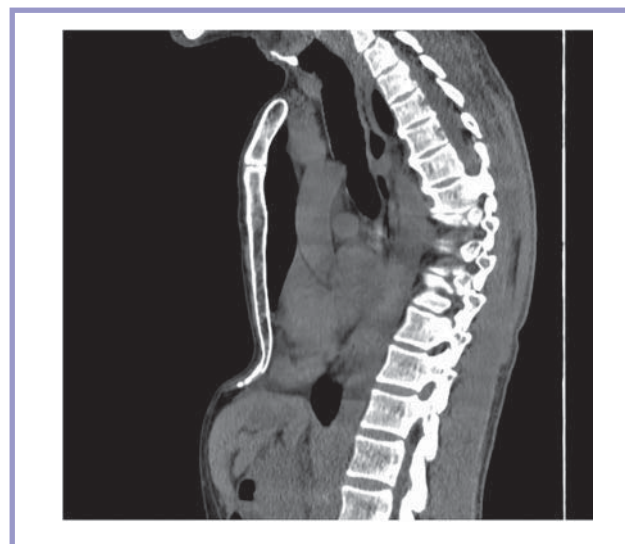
МСК-томограмма органов грудной клетки до операции.
